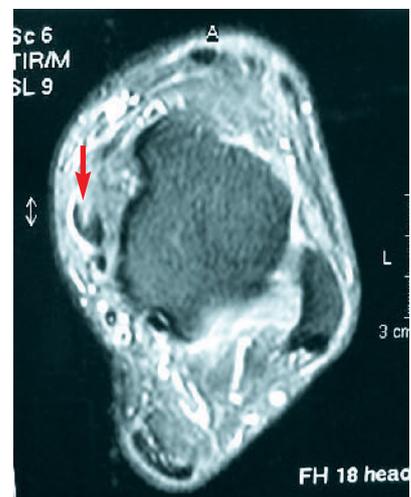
MRT – ventraler Längsriß der Tibialis-posterior-Sehne
